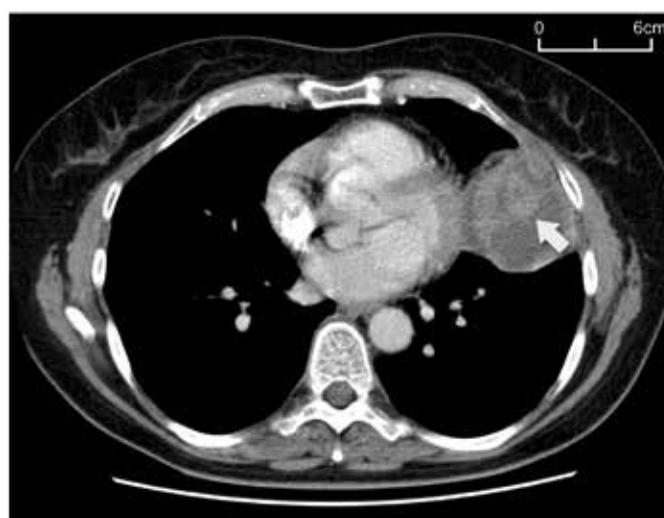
Axial slice of the contrast enhanced computed tomography (CT) displaying the mass in the left upper lobe. The inhomogeneous mass, 9 cm in its greatest dimension (in coronal plane), shows a central irregular contrast enhanced area, which was interpreted as an active bleeding (arrow).
